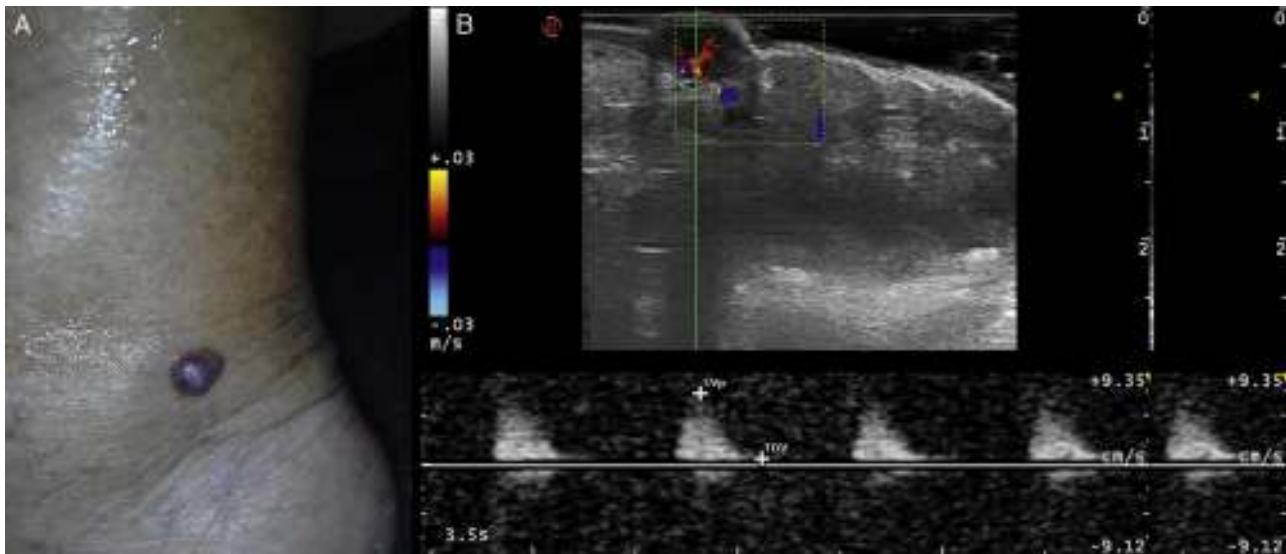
A) Nódulo violáceo-rojizo localizado en el tobillo derecho. B) En la imagen ecográfica se aprecia una lesión sólida, hipoeoica, de estructura homogénea, de forma ovalada y bordes regulares y bien definidos localizada en la dermis papilar y reticular. El Doppler color mostró una intensa vascularización intralesional, más marcada en el polo inferior y en el modo espectral se observaba un flujo arterial bifásico.
